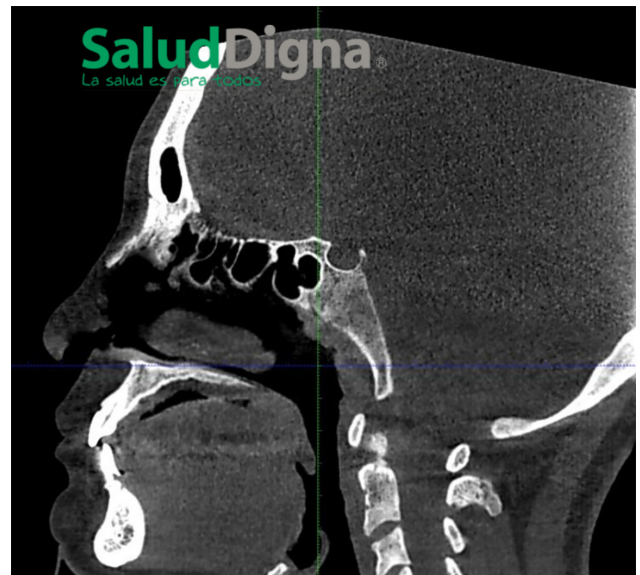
Tomografía computarizada. No se observa que esté afectado el tejido duro.
